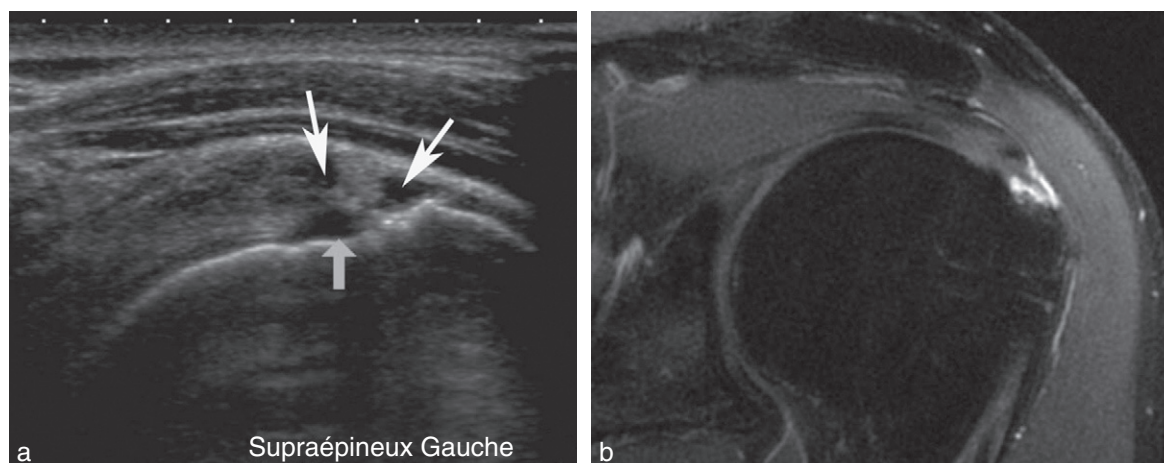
Rupture des faces superficielle et profonde du supraépineux chez un homme de 52 ans. a, b. Échographie et arthro-IRM en pondération T1 après injection intraveineuse de gadolinium montrant une rupture quasitransfixiante du supraépineux avec une atteinte des faces bursale et articulaire du tendon (flèches).
